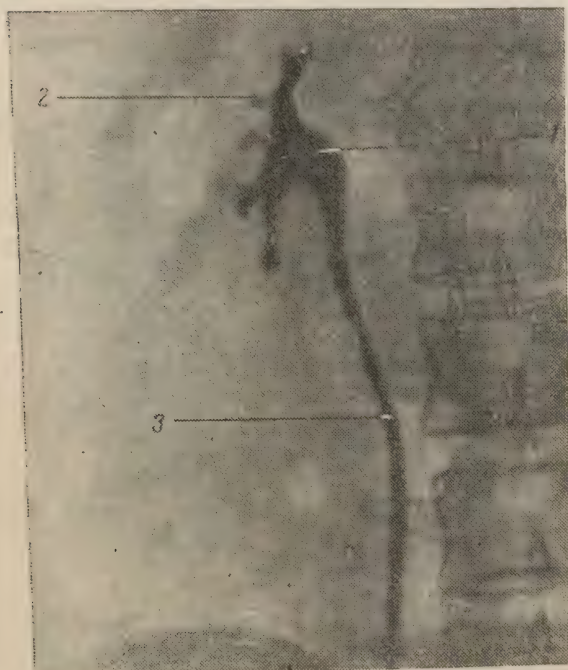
Рентгенограмма экскреторного дерева почки. Эмбриональная форма (по Привесу).
